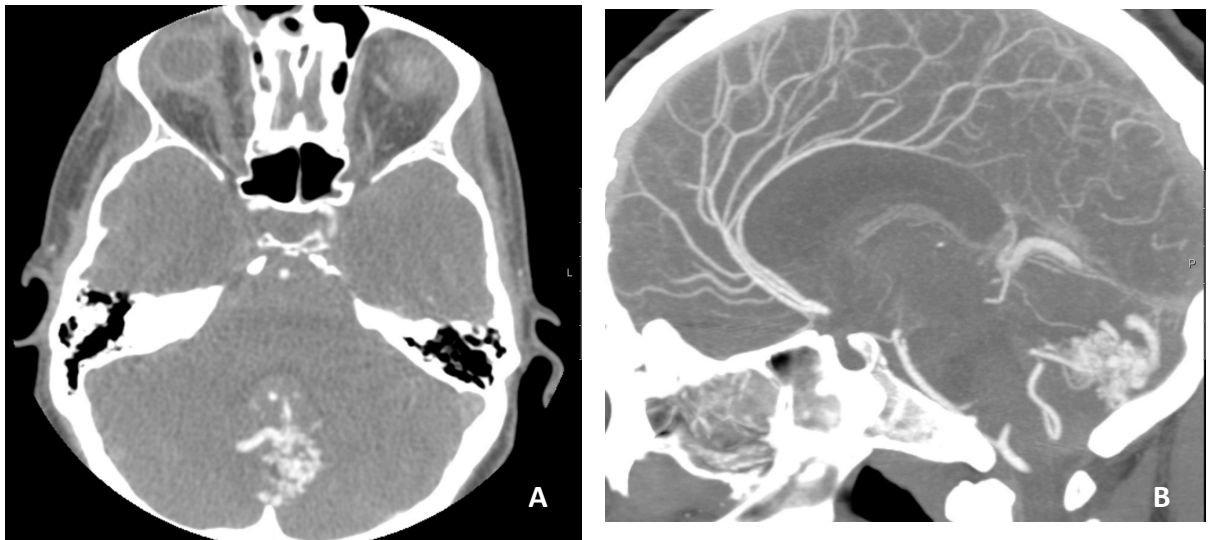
Angio-TAC em corte axial (A) e corte sagital (B) observando-se uma MAV vermiana (região do cerebelo).
